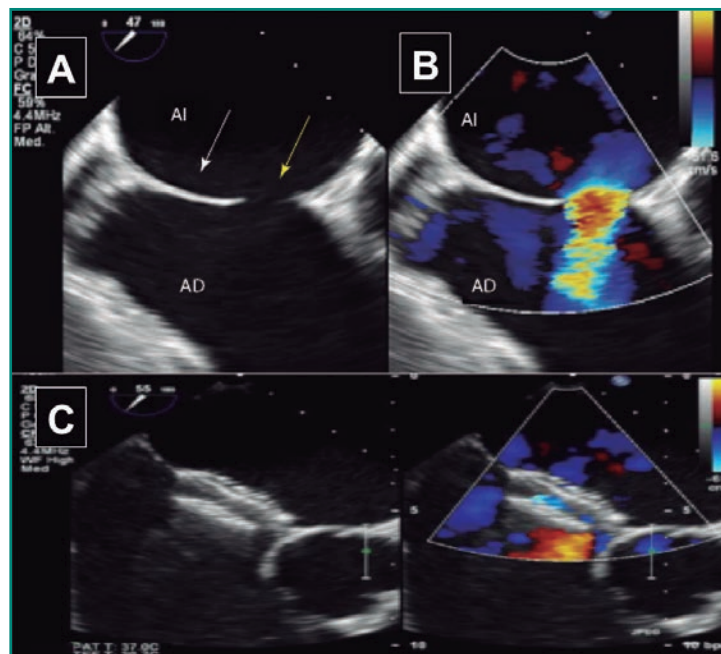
A: ecocardiografía transesofágica donde se visualiza el septo interauricular (flecha blanca) y el defecto del mismo (CIA *ostium secundum*, flecha amarilla); B: con *doppler* a color se evidencia el paso significativo de flujo de la aurícula izquierda a la aurícula derecha (AI: aurícula izquierda; AD: aurícula derecha); C: cierre percutáneo con dispositivo de doble disco.
